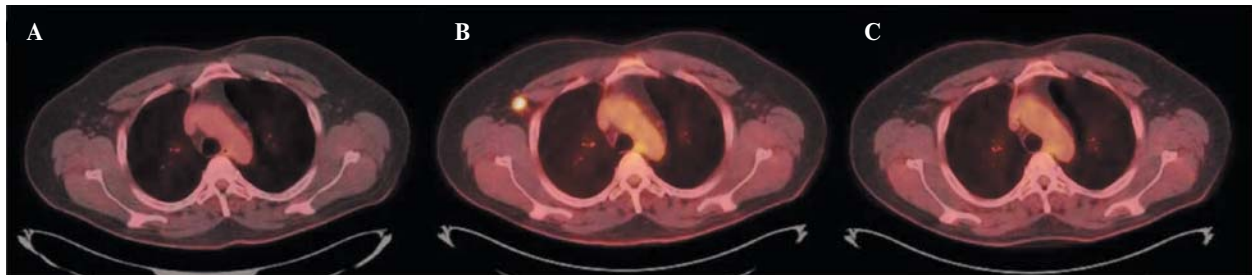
Результаты ПЭТ/КТ в динамике. А – картина псевдопрогрессирования у пациентов с рецидивом кЛХ на фоне иммунотерапии; В – картина полной ремиссии через 6 мес после начала иммунотерапии; С – картина аденопатии (1,8 см) через 3 мес на фоне продолжающегося лечения при повторном ПЭТ/КТ
